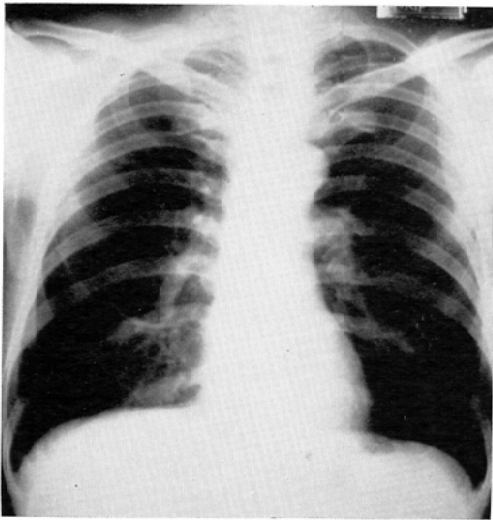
Same case as in Fig. 1. Posteroanterior chest roentgenogram demonstrating a small mass in the left hilum. No lesion can be seen in the left lower lung field.
